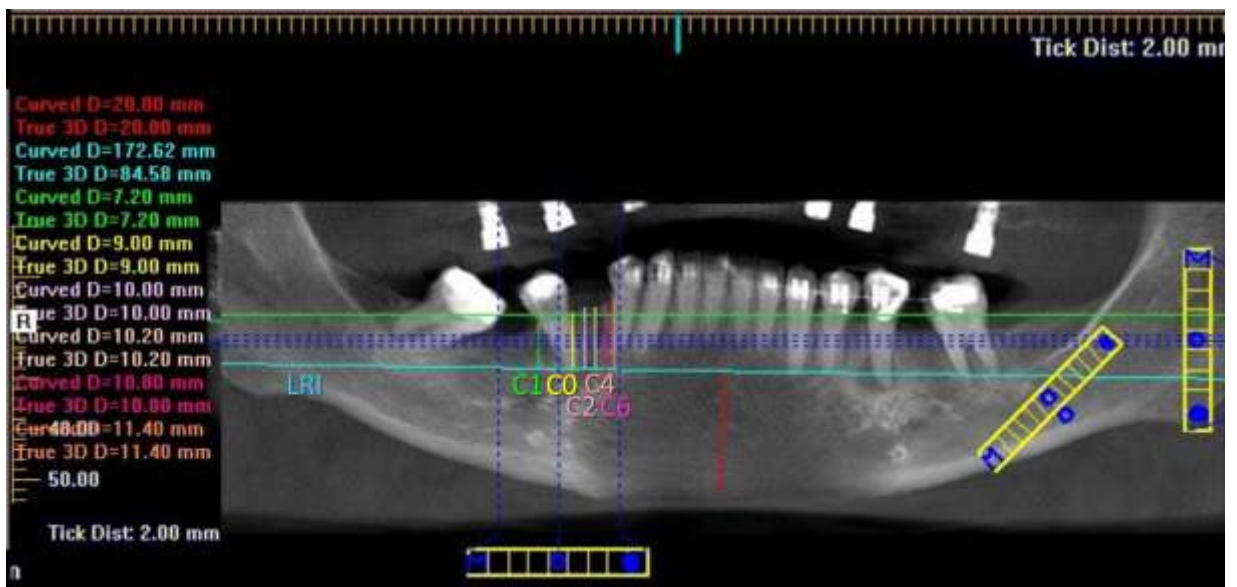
Medidas avaliadas na vista panorâmica da tomografia pós-movimentação com as seguintes legendas: LRI - Linha de referência inferior, C0 - crista mesial (oposta ao antigo sítio de colocação do implante), C1 - crista distal (contígua ao antigo sítio de colocação do implante), C2 - medida a 2mm da crista contígua ao sítio de colocação do implante, C4 - medida a 4mm da crista contígua ao sítio de colocação do implante e C6 - medida a 6mm da crista contígua ao sítio de colocação do implante.
